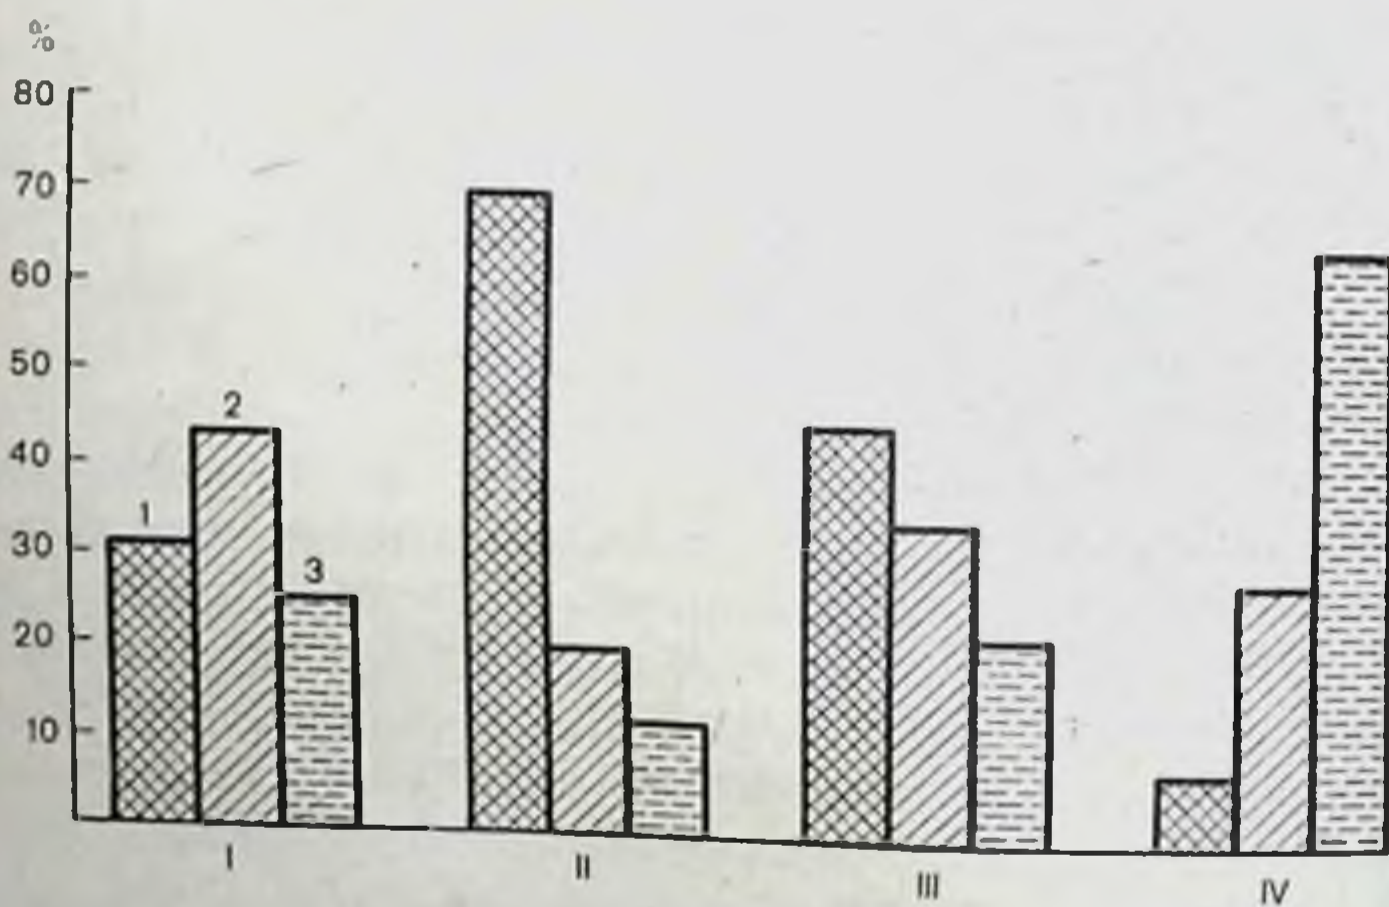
Изменения частоты лейкоцитурии у больных с гемотрансфузионными осложнениями в различные периоды заболевания (в процентах к числу обследованных).
